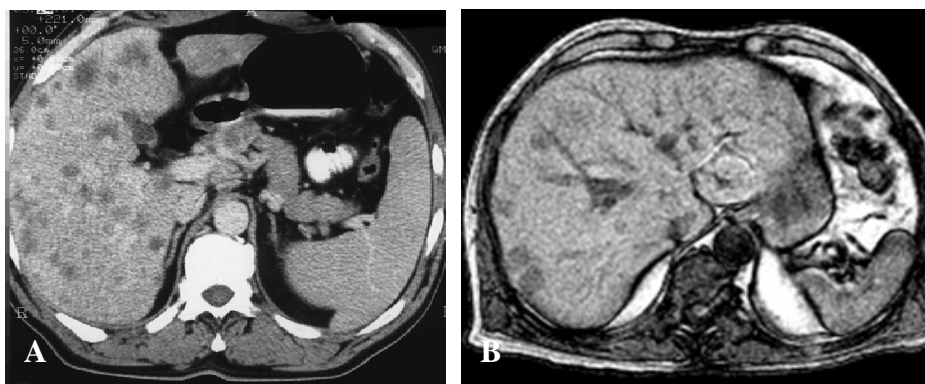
Examen CT multidetector și IRM
